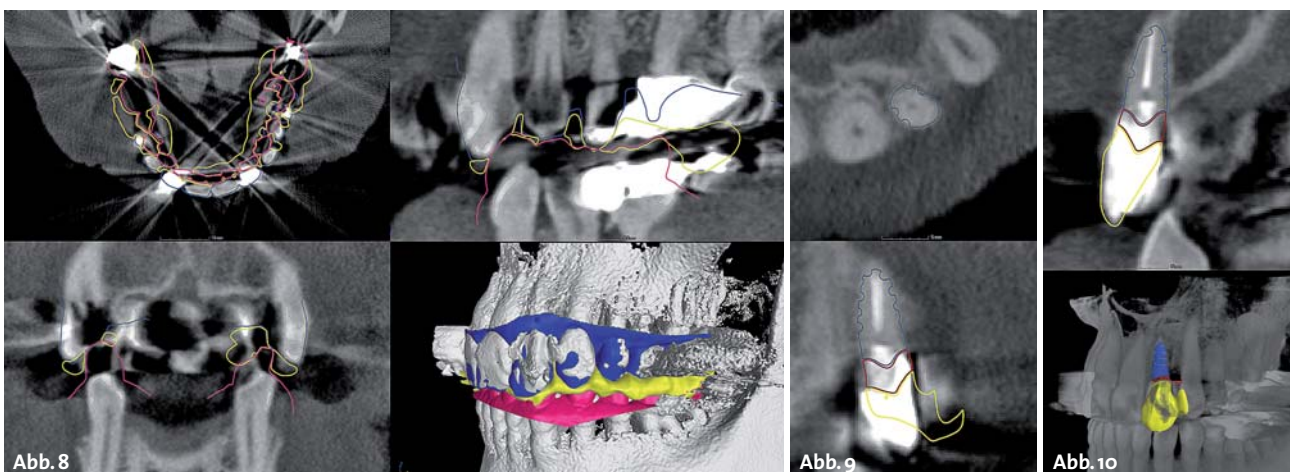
Überlagerung des digitalisierten Abdrucks mit den Röntgenschnittbildern, Schnittbilder des REPLICATE-Zahns.
